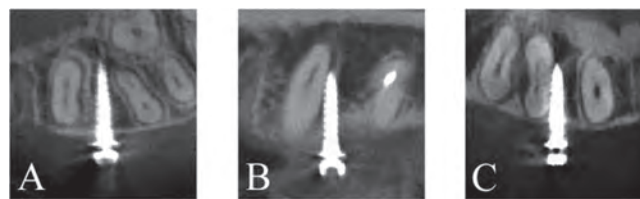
CBCT による OAS と歯根との位置関係
